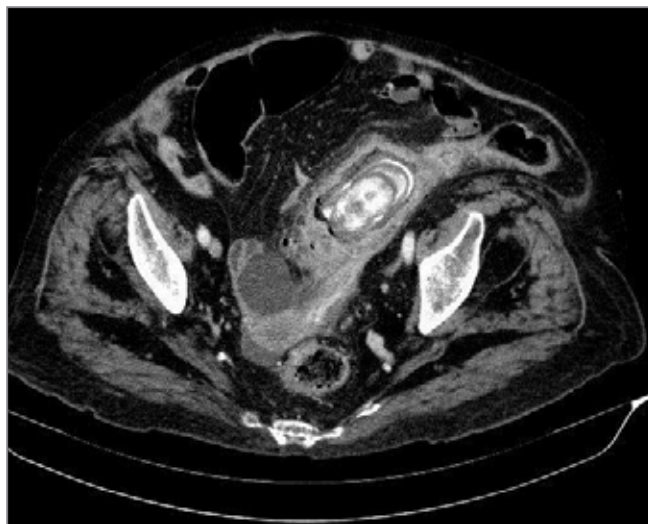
Imagen TAC donde puede observarse litiasis de gran tamaño alojada en sigma.
